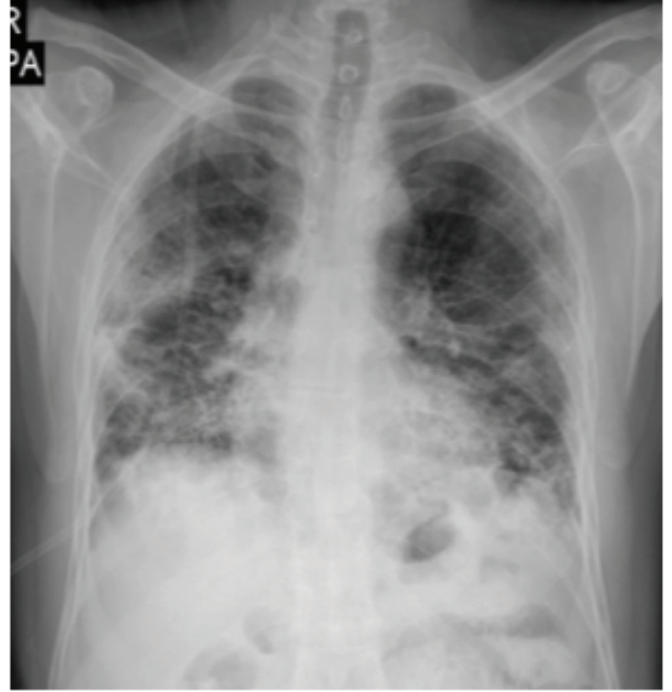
Ağız içi mukozasında beyaz plaklar ve PA akciğer grafisinde sol akciğer üst ve orta zonlarda infiltrasyon
